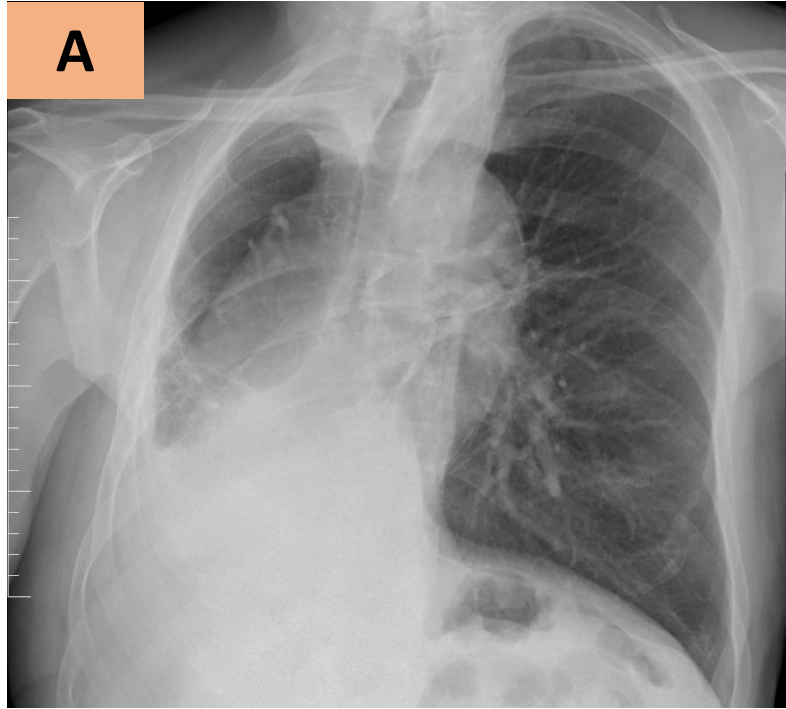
Hipoplasia pulmonar en varón de 81 años. Radiografía de tórax (A), TC torácico con contraste endovenoso con ventana pulmonar (B) y ventana mediastínica que muestran una marcada pérdida de volumen del pulmón derecho, hiperinsuflación del pulmón izquierdo, desplazamiento de las estructuras mediastínicas hacia la derecha, un bronquio lobar inferior derecho rudimentario (flecha) y una arteria pulmonar derecha hipoplásica (cabeza de flecha)
